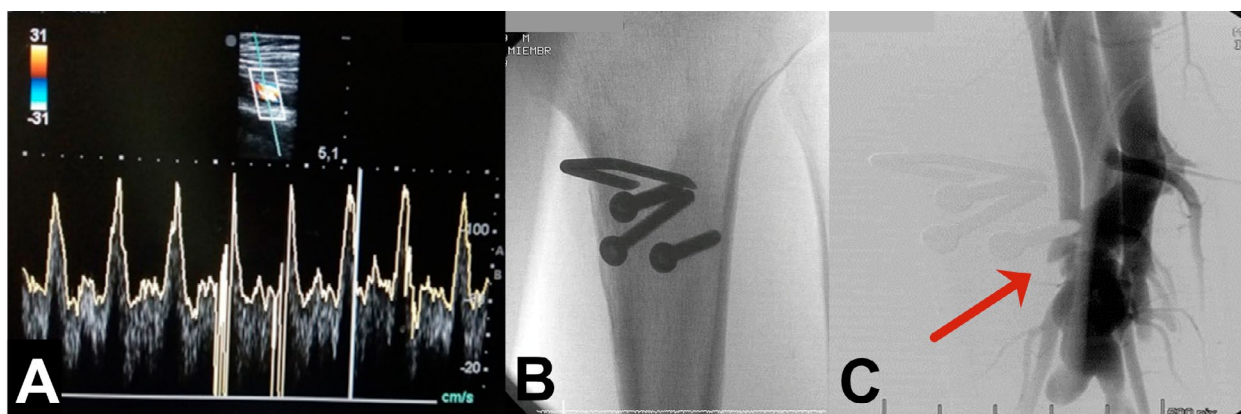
A. Ecografía doppler, se evidencia signo de aliasing. B. Arteriografía de miembro inferior, donde se observa presencia de material de osteosíntesis y FAV. C. Arteriografía digital, se evidencia lesión (fístula arteriovenosa) de tronco tibioperoneo.
